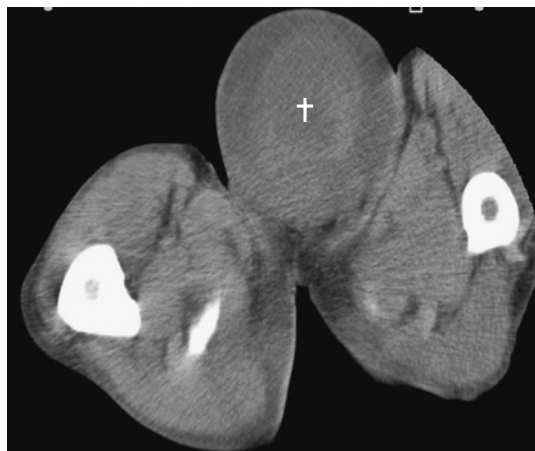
来院時腹部骨盤部単純 computed tomography (CT)
